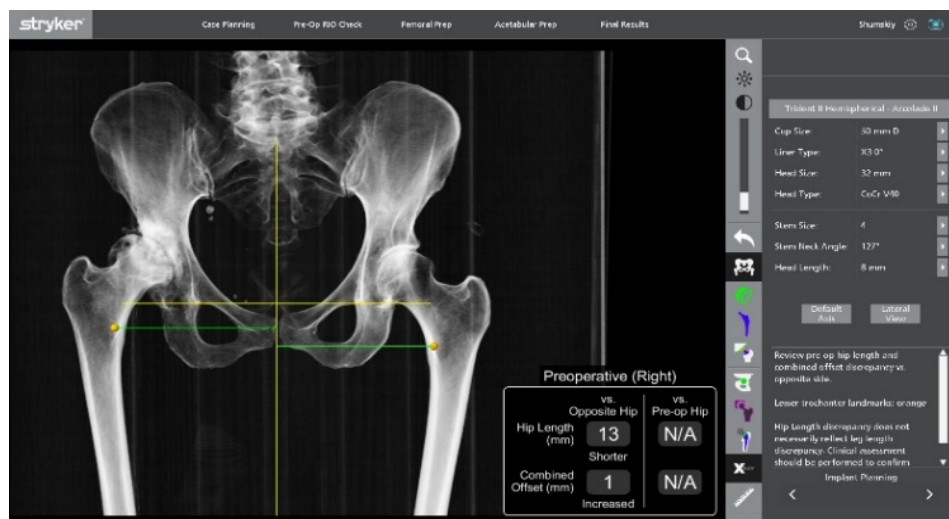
КТ исследование по протоколу Mako Stryker
